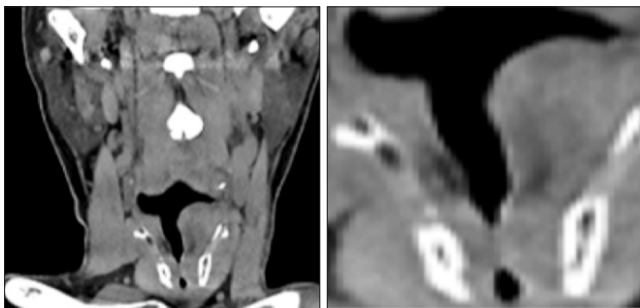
TDM cervicale en coupes coronales sans et avec injection de produit de contrast: montrant un épaississement de la corde vocale gauche bombant dans la lumière laryngée spontanément hyperdense non rehaussé après injection du produit de contraste en rapport avec un hématome
